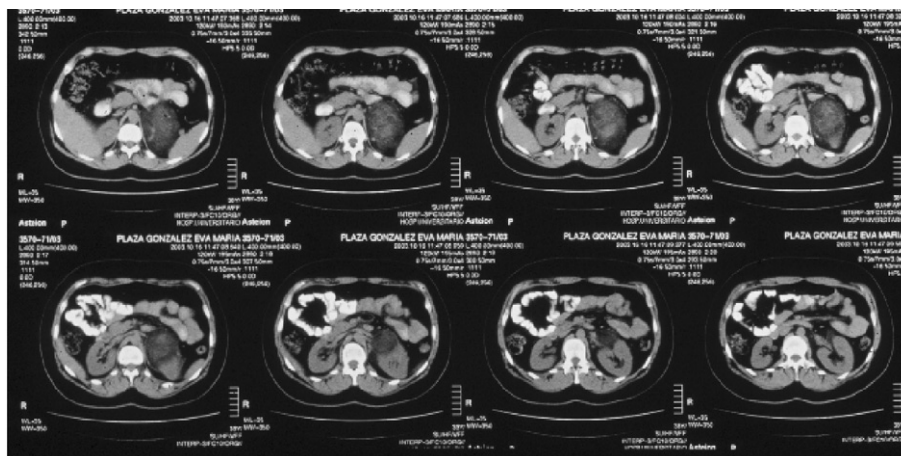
Tomografía computarizada (TC) abdominal. Se objetiva una masa adrenal izquierda de $7 \times 9 \times 7$ cm, compatible con melolipoma.
